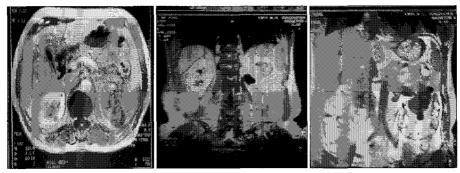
MRI shows a about 4.5×3.8cm sized, well defined low signal intensity mass in upper pole of kidney on T1.T2 weighted image and proton density image, post-contrast images, and dilated left renal vein with thrombus filled with the vein lumen.
